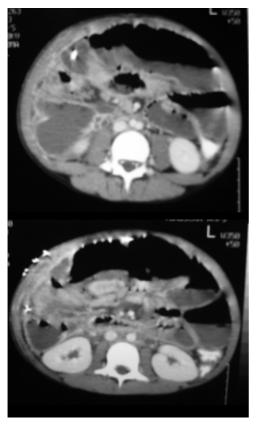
TAC abdominal con contraste.
